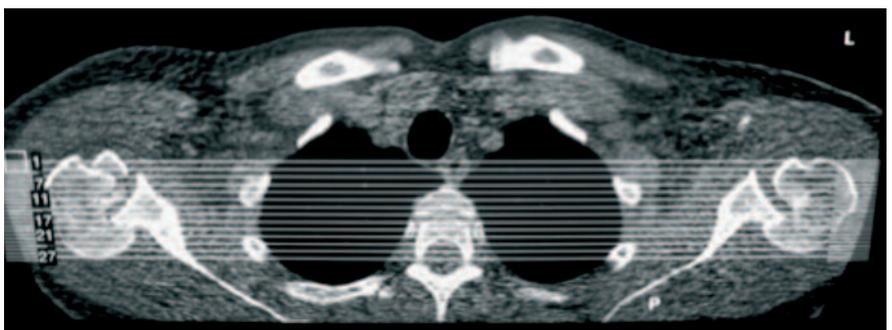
La TC delle spalle mostra una frattura lussazione fissa posteriore di entrambe le spalle con importante danno articolare omerale. Per gentile concessione di Enrico Gervasi.
